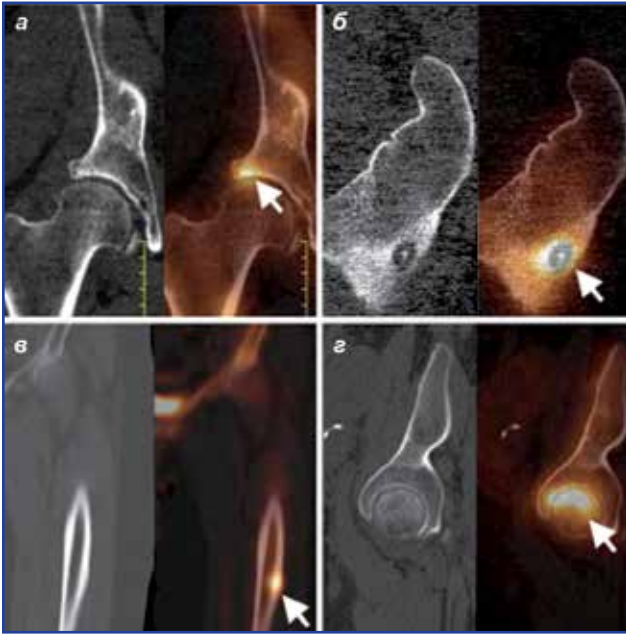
ОФЕКТ/КТ-діагностична візуалізація патологічних процесів кульшових суглобів: а) ацетабулярне ураження правого кульшового суглоба; б) вертлюгова остеїдна остеома лівої стегнової кістки; в) хронічний бісфосфонатно-індукований стрес-перелом лівої стегнової кістки; г) аваскулярний некроз головки стегнової кістки (фаза репарації)
